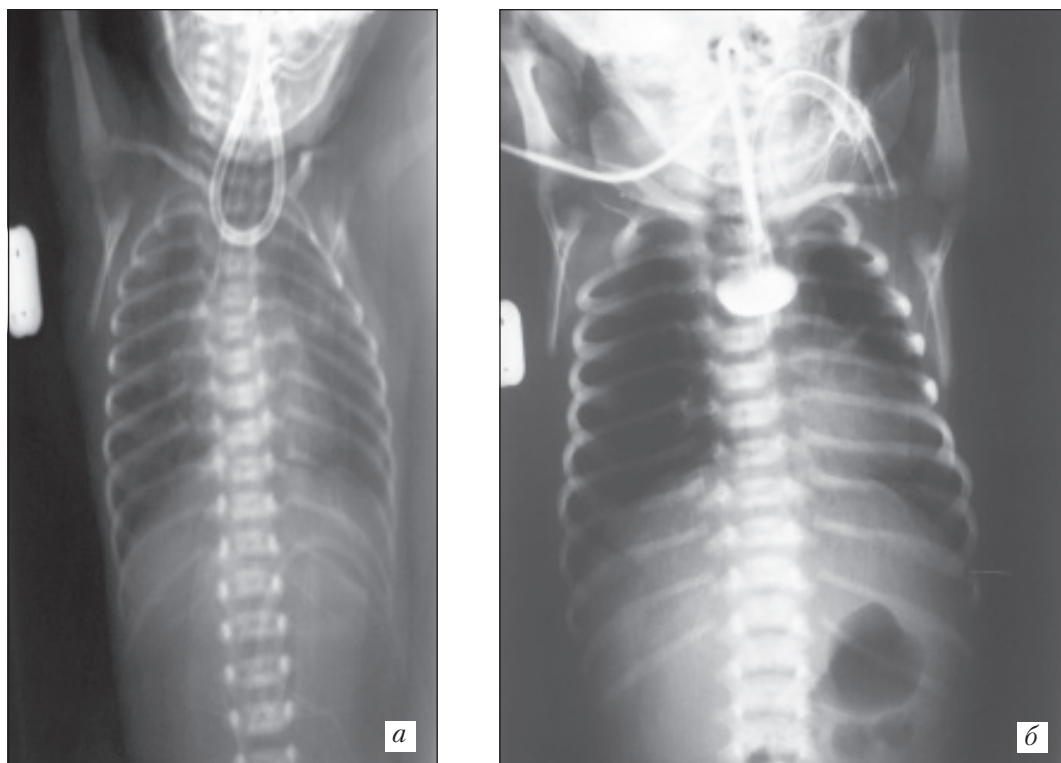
Рентгенограмма органов грудной клетки: *а* — обзорная (зонд введен в пищевод); *б* — с введением контрастного вещества в пищевод. Атрезия пищевода
